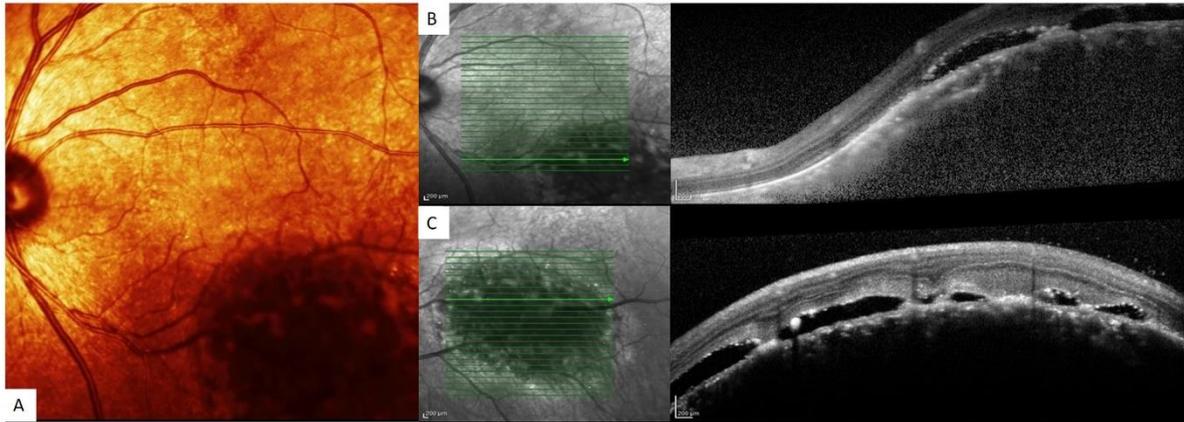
A: foto clínica de melanoma coroideo, B y C: EDI-OCT (Enhanced Depth Imaging Optical Coherence Tomography) de melanoma coroideo en A.
